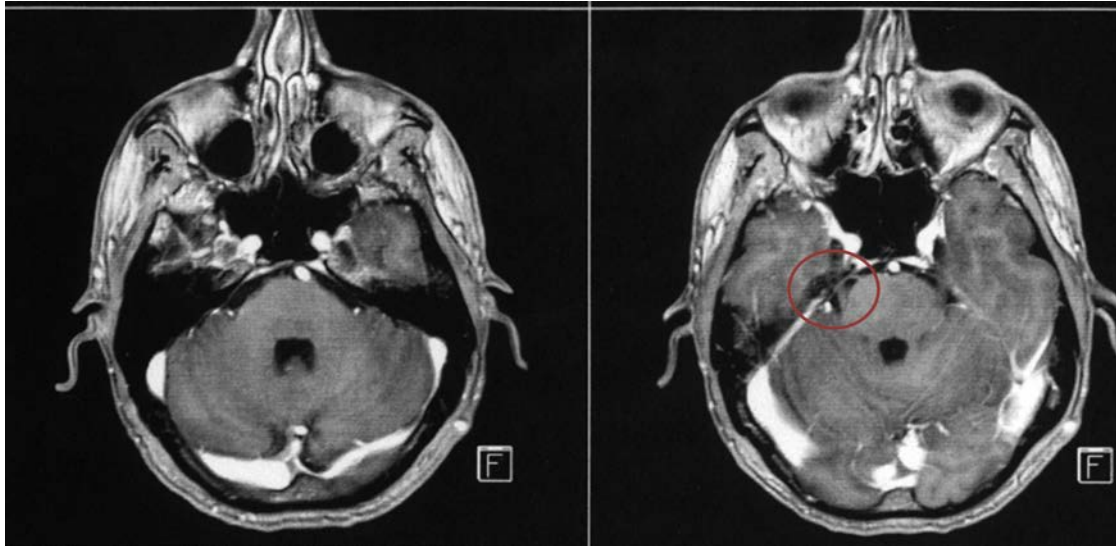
Coupe IRM en séquence T1 avec injection de gadolinium illustrant le conflit vasculo-nerveux entre l'artère cérébelleuse supérieure et le tronc du V en regard de l'angle ponto-cérébelleux droit.
